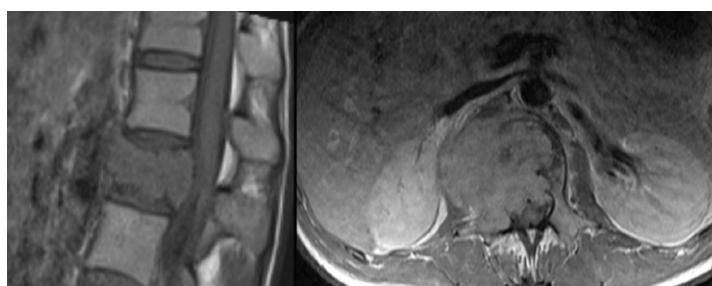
Sagittal and axial MR images of the patient two months later
